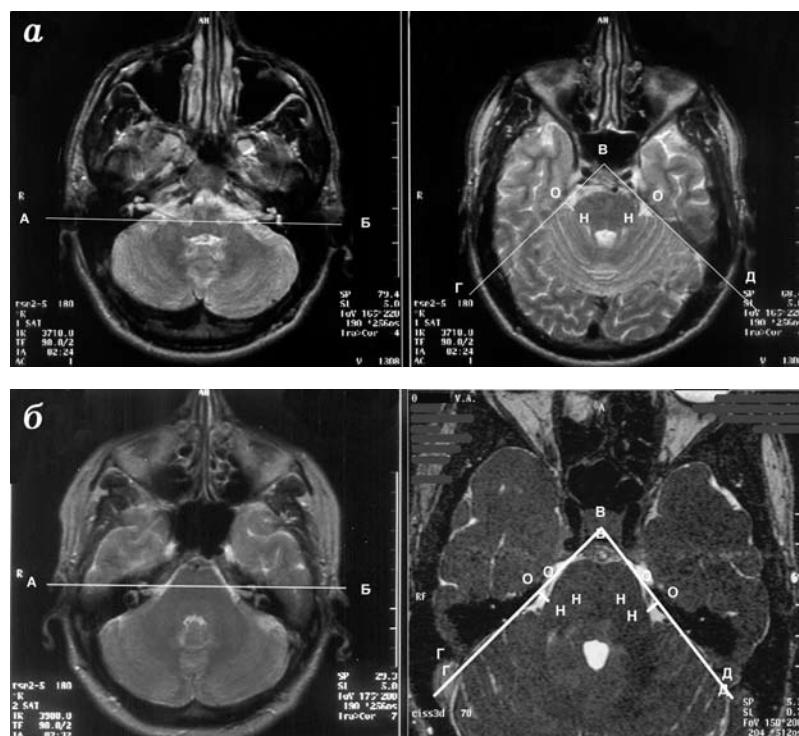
МРТ, аксиальная проекция. а — в норме. Линия АБ проведена на уровне выхода корешков VII, VIII черепных нервов из ствола мозга; дистальные отделы их направлены латерально-вверх/орально. Угол ГВД: лучи ВГ и ВД проведены по линиям граней пирамид височных костей на уровне выхода корешков тройничного нерва из моста. Линия НО — ширина боковой цистерны моста — перпендикуляр от мосто-мозжечкового сочленения на уровне выхода корешков V черепного нерва к линии задней грани пирамиды височной кости. б — дистальные отделы корешков VII, VIII черепных нервов расположены ниже линии АБ и направлены латерально-вниз/дорзально.
